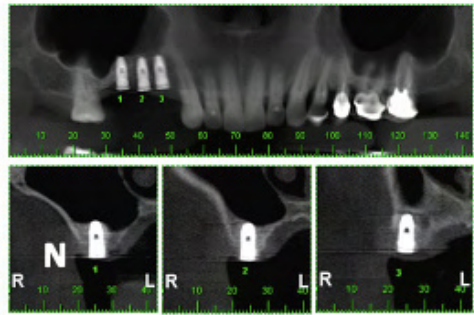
Radiografia pós cirúrgica (M). Tomografia de acompanhamento 8 meses após a cirurgia (N).
